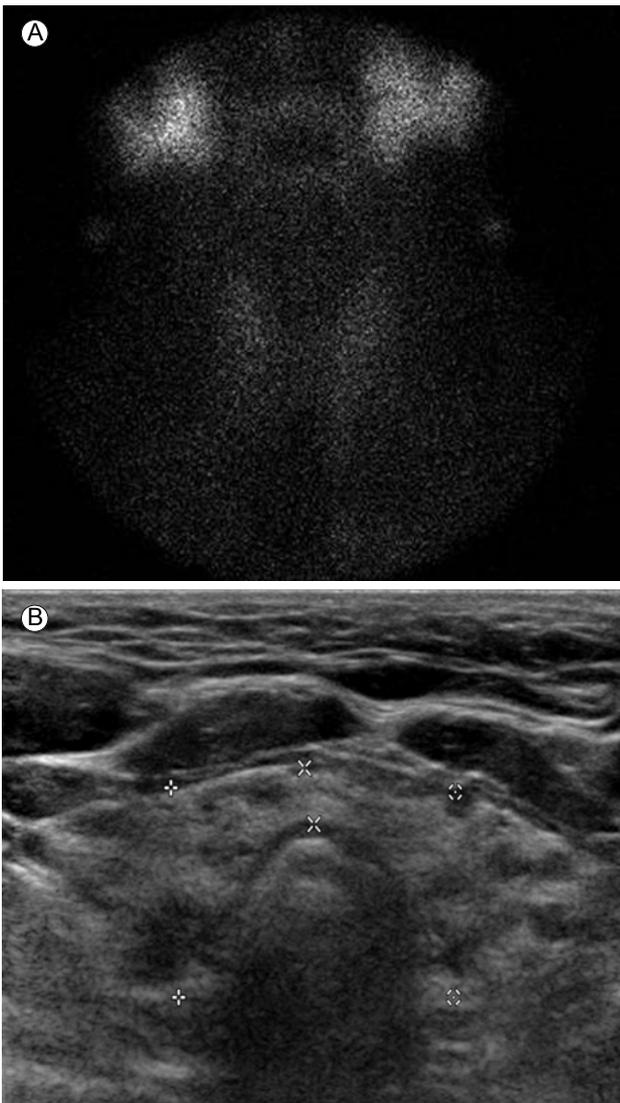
Tc-99m pertechnetate thyroid scan and ultrasonography. (A) The scan revealed decreased uptake in the thyroid gland. (B) Ultrasonography revealed that both glands were atrophic with a coarse and heterogenous echogenicity.
